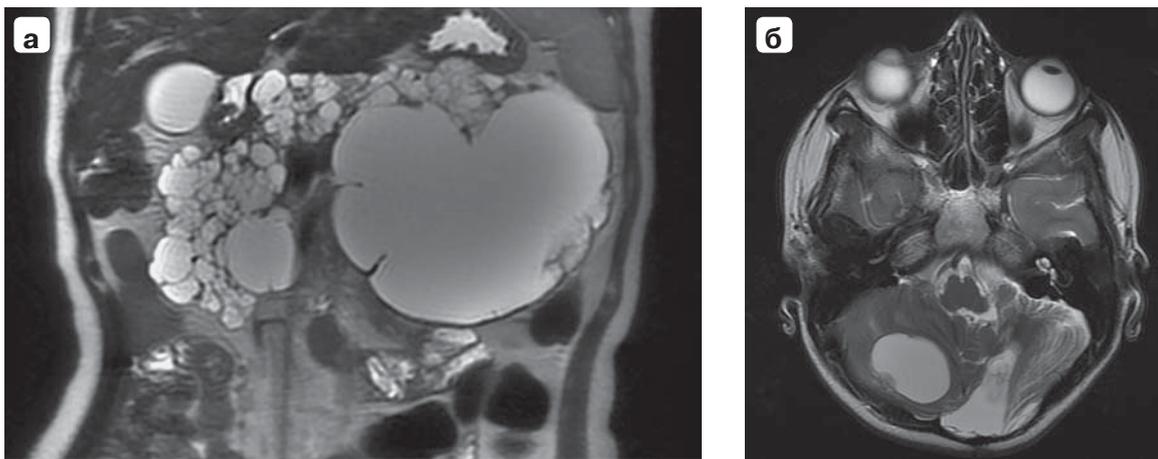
Магнитно-резонансная томограмма: а – кистозная трансформация ПЖ; гемангиобластома правого полушария мозжечка.
